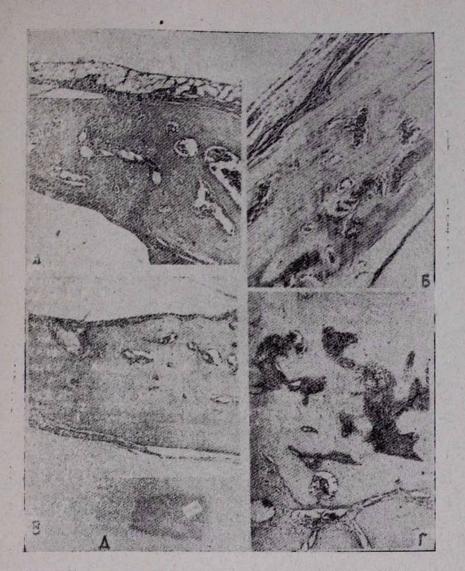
Трансплантационная регенерация аллогенного костного матрикса, имплантированного в дефект свода черепа. г) на 14-й день после операции; между имплантатом и материнской костью формируется прослойка грубоволокнистой кости; в имплантате видны голости резорбции и краевые участыя остеогенеза. Гематоксилин-эозин. ХЗО; б) на 30-й день после операции; очаги новообразованной костной ткани проявляют различной интенсивности азурофилию. Видны участки нерезорбированного костного матрикса. Азурэозии. ×30; в) через 3 месяца после операции; костный матрикс замещается новообразованной костью, в которой определяются наружная и внутренняя пластинки и неравномерно расположенные полости с форменными элементами крови. Гематоксилин-эозин. ×30; г) на 90-е сутки после операции; в дифференцирующейся костной ткани наблюдаются очаги молодой, остеоидной ткани, проявляющей метахромазию. Видны сосуды, заполненные тушь-желатиной. Альциановый синий. Х30; д) рентгенограмма на 90-е сутки после имплантации ностного матрикса. В области замещенного дефекта определяется плотная тень, сливающаяся с краями материнской кости.
